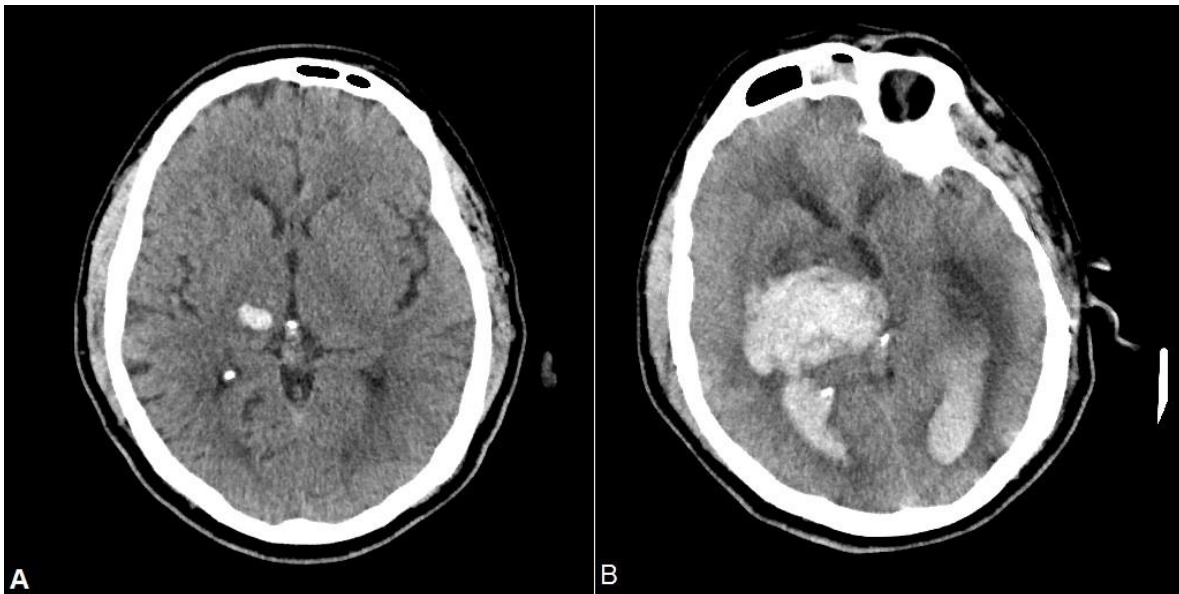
TC craneal sin contraste a nivel de los tálamos en las primeras 6 horas de un episodio ictal (A) y el quinto día de evolución (B). En el estudio inicial se observa lesión homogéneamente hiperdensa con pequeña hipodensidad en su interior, morfología ovalada con límites bien precisos, situada en el tálamo derecho con discreto edema perilesional sin efecto de masa significativo ni edema vasogénico asociado. Estos hallazgos se corresponden con hemorragia intraparenquimatosa en la típica localización de la hemorragia hipertensiva. En el estudio evolutivo se observa marcado crecimiento del hematoma ejerciendo importante efecto de masa y la presencia de sangre en el sistema ventricular.
